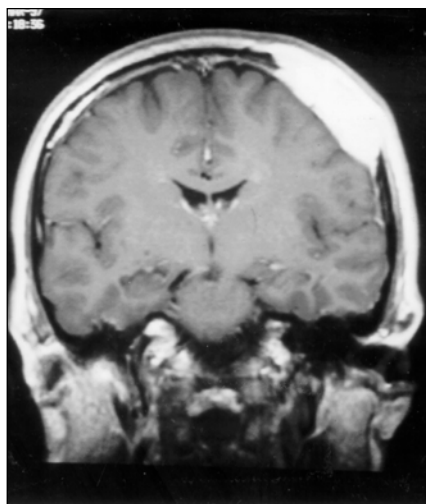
Caso 1. Ressonância magnética do crânio, seqüência ponderada em T1, plano coronal, após a administração endovenosa do meio de contraste paramagnético (gadolínio): a lesão apresenta-se com as mesmas características, com realce intenso e heterogêneo pelo meio de contraste.
